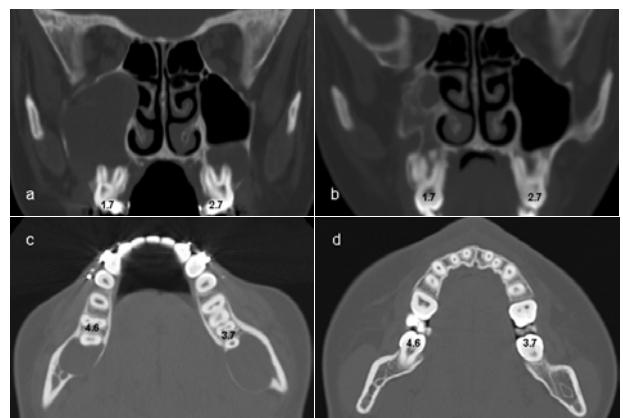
TAC maxilar e mandibular efectuados antes (a,c) e após (b,d) a intervenção cirúrgica. Estudo helicoidal adquirido no plano axial. (a) Reformatação coronal. Cistos odontogénicos maxilares. O da direita, preenche quase todo o seio maxilar, expande-o e causa erosão da sua parede pósterio-lateral. O da esquerda, causa levantamento do pavimento do seio maxilar. (b) Reformatação coronal. À direita, sequelas da maxilectomia parcial efectuada e esclerose das paredes do seio maxilar resultante da intercorrência infecciosa pós-cirúrgica. À esquerda, normal dimensão e transparência do seio maxilar. (c) Corte axial. Dois cistos odontogénicos localizados nas regiões dos ângulos da mandíbula, posteriormente aos dentes 4.6 e 3.7. Mandíbula expandida e canais dos nervos alveolares inferiores destruídos. (d) Corte axial. Sem evidência de recorrência dos cistos mandibulares. Recuperação da integridade dos canais dos nervos alveolares inferiores
